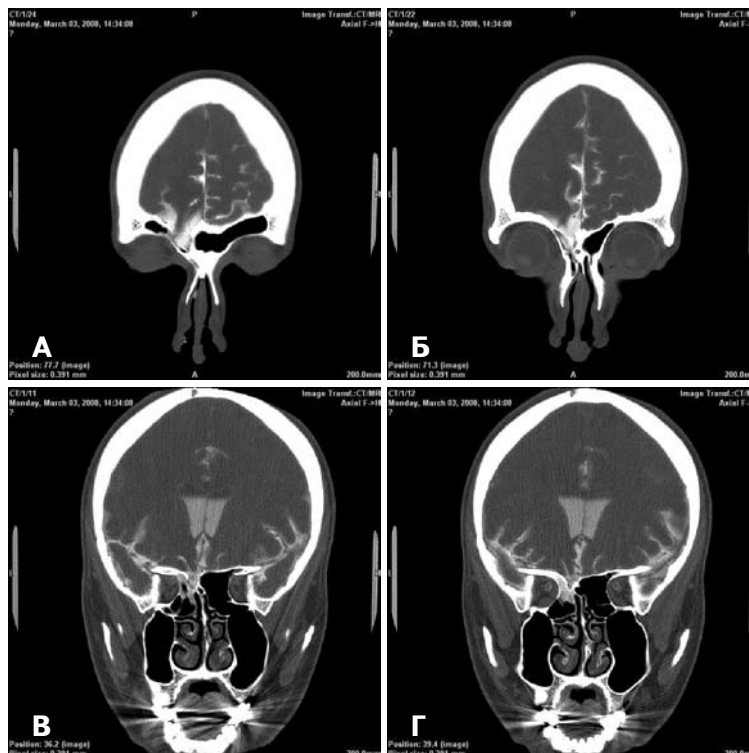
Результаты КТ-цистернографии пациентки с множественными односторонними дефектами ПЧЯ слева. А, Б — менингоэнцефалоцеле в области дефекта задней стенки лобной пазухи слева. В, Г — менингоэнцефалоцеле в области дефекта площадки клиновидной кости слева.
